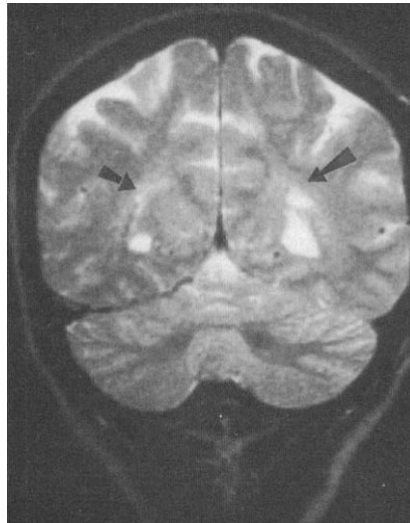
MRT-Bild nach Höhenexposition: T2-Wichtung mit Nachweis periventrikulärer Signalanhebung (Garrido et al. 1993).
